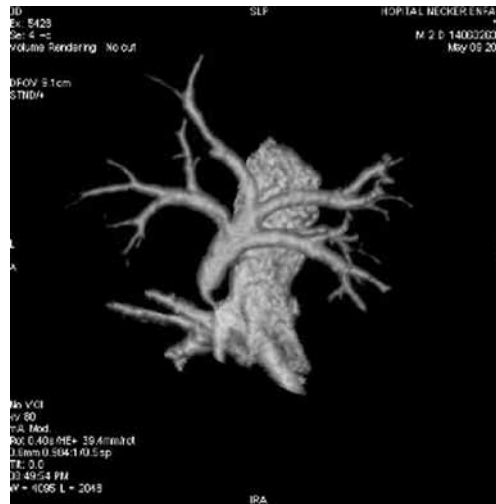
RVPAT bloqué (TDM 3D)
